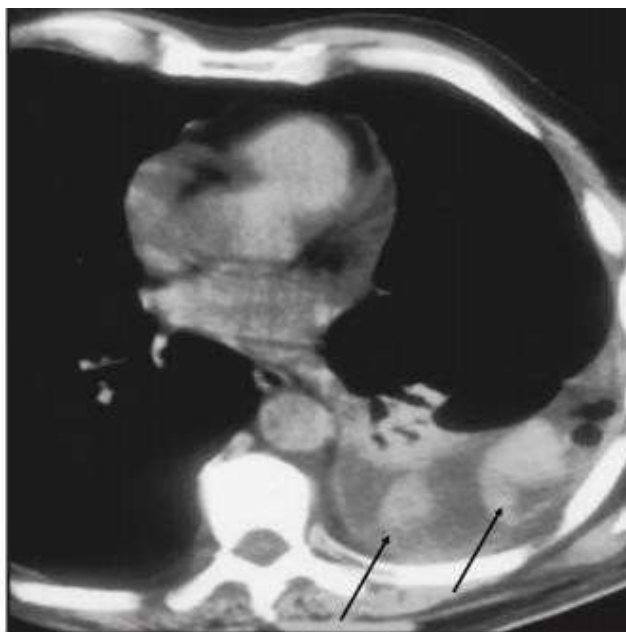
Tomado de Monografía SERAM Radiología en urgencias. Temas de actualidad En esta radiografía vemos un Hemotórax visible como múltiples zonas hiperdensas (como señalan las flechas) en el interior del derrame pleural izquierdo
